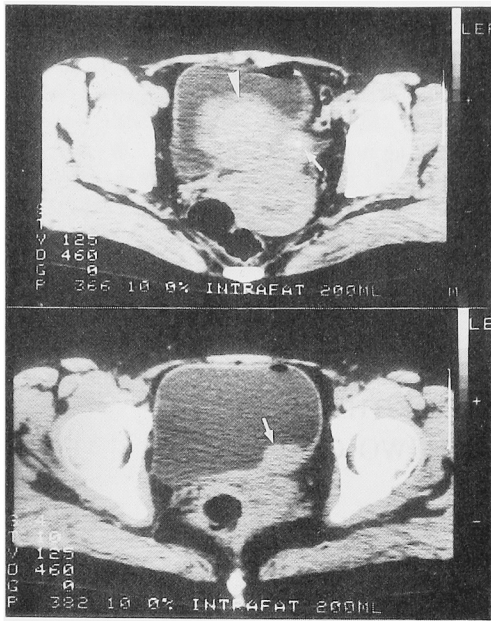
CT scan shows a perivesical mass (arrow) and a large myoma uteri (arrowhead) behind the urinary bladder.
